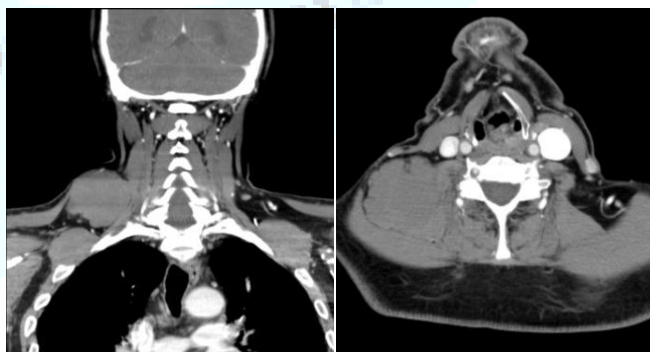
Cortes coronal y axial de la TC. Se observa la tumoración en la región supraclavicular derecha rodeando al músculo trapecio derecho
